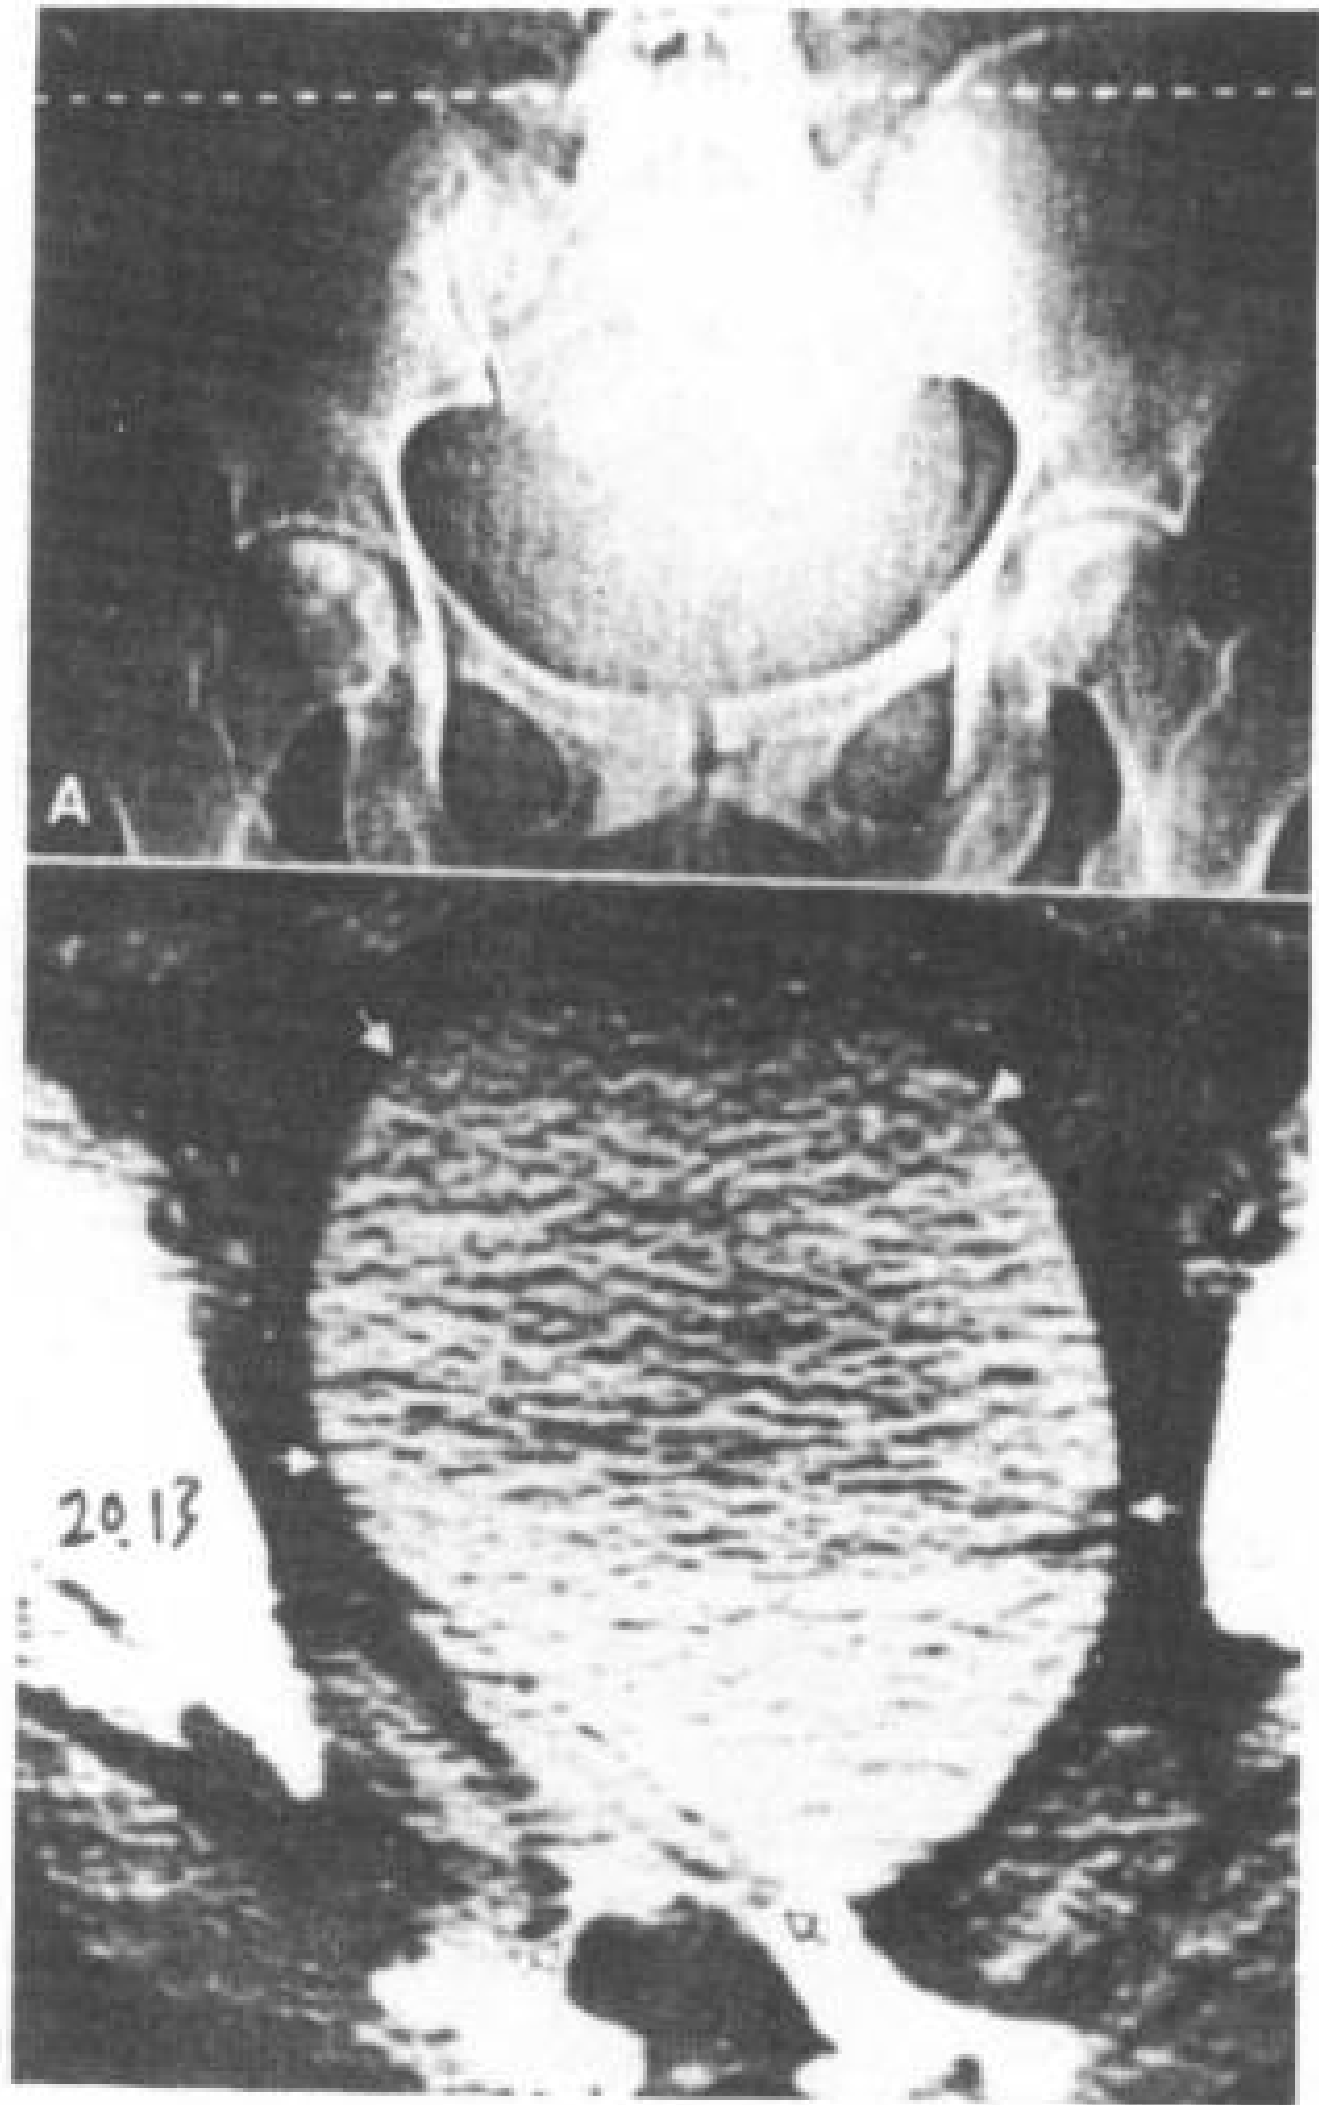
前方型骶脊膜突出,增强脊髓CT。
